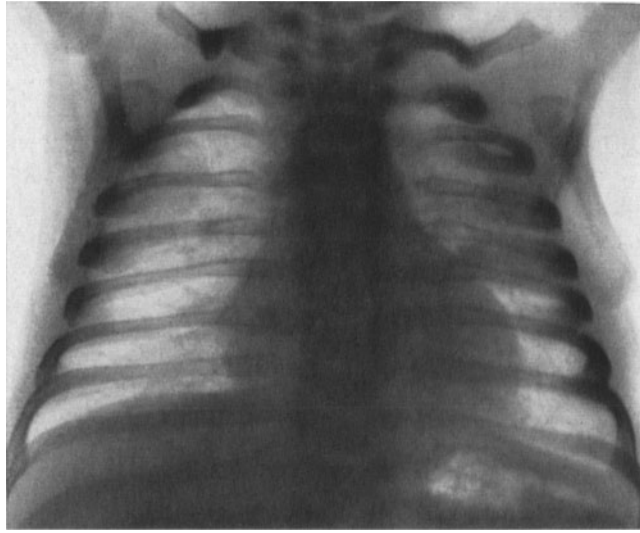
a—c. Thoraxröntgenaufnahmen eines älteren Säuglings mit Mucoviscidose-Pneumo- und Kardiopathie. a Am 9. 9. 52: Diffuse Bronchitis, teilweise Atelektase des linken Oberlappens, Lungenblähung. Bronchopneumonie. b Am 29. 9. 52: Die Atelektase weitgehend verschwunden, hochgradige Lungenblähung, akute Herzdilatation. c Am 6. 10. 52: Rückbildung der Herzdilatation unter Cedilanid und Vitamin B₁, Lungenemphysem et was geringer, entsprechend sind die bronchitischen, peribronchitischen und bronchopneumonischen Veränderungen deutlicher erkennbar
